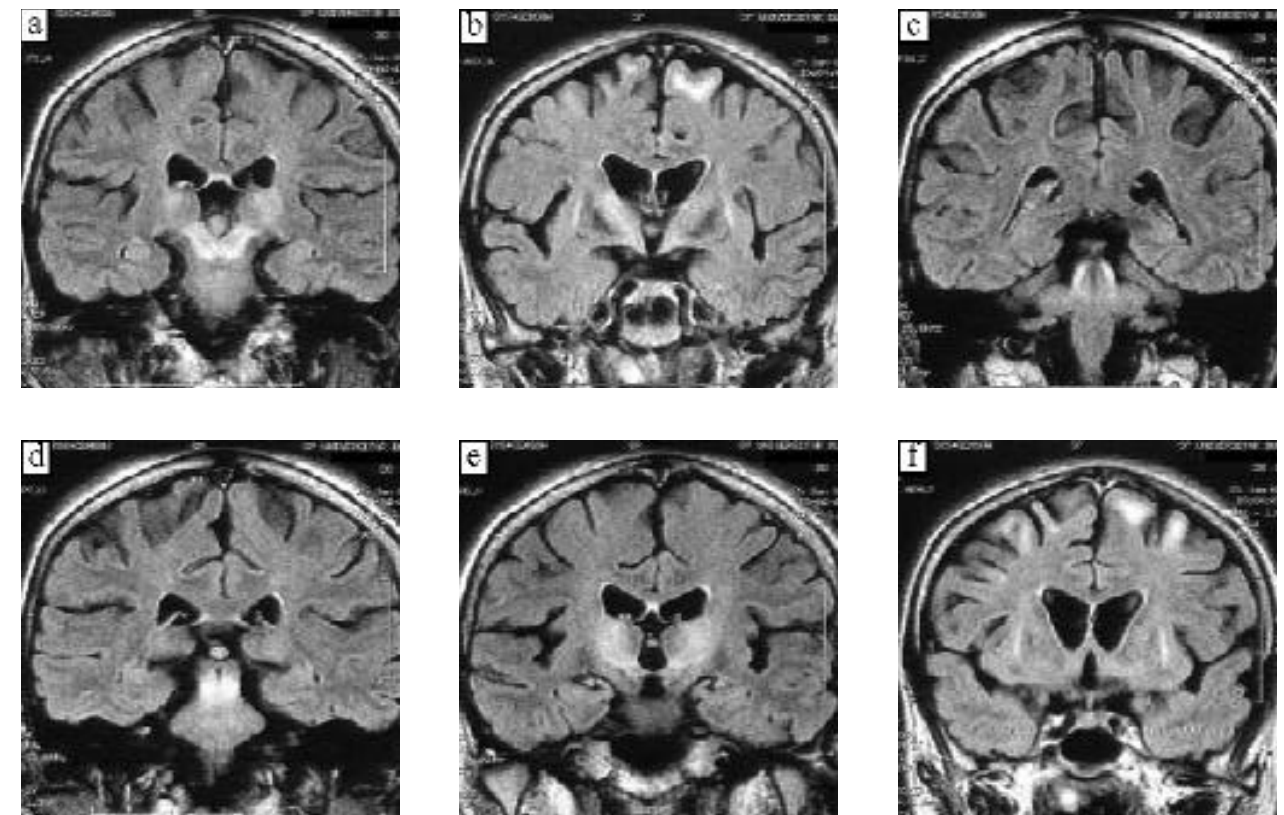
Secțiuni FLAIR coronale în creierul unui pacient cu boala Wilson.
